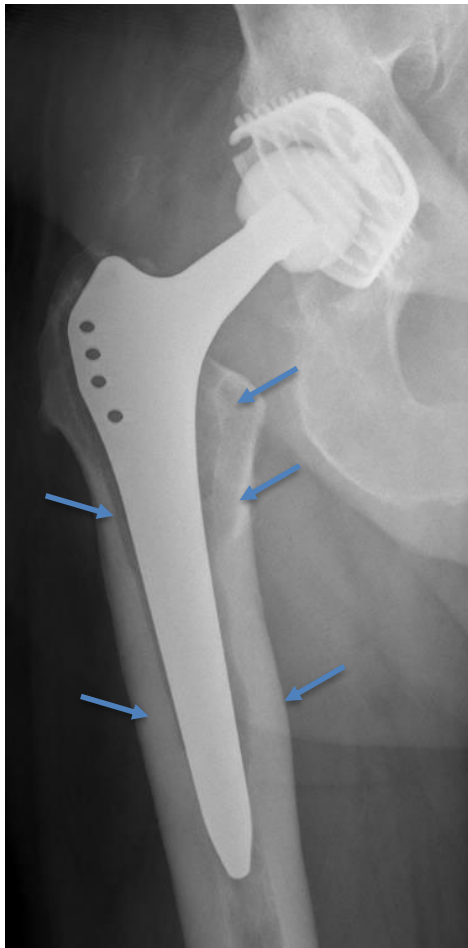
Aseptisch gelockerter Schaft einer Hüft-TEP (Pfeile zeigen Resorptionszonen des Knochens bei Ausbildung einer SLIM, Nativröntgen) [Orthopädie, Brüderkrankenhaus Trier]
